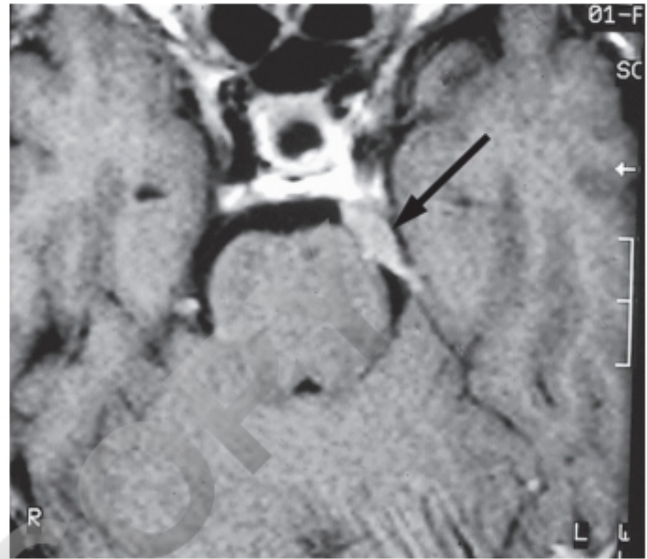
RM en la neuralgia sintomática del trigémino por una pequeña metástasis.
